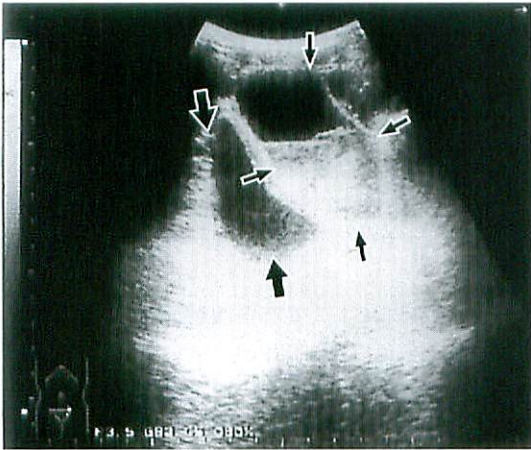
Ultrasonography (Case 1)
